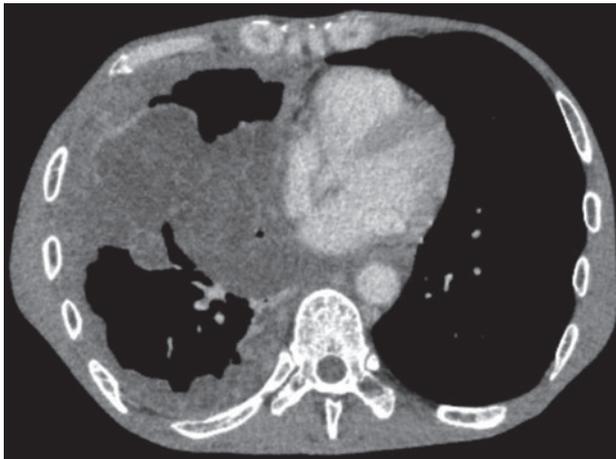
胸部造影 CT. 右胸膜に結節・腫瘤状を呈するびまん性肥厚を認めた. リンパ節の明らかな腫大は認めなかった.
